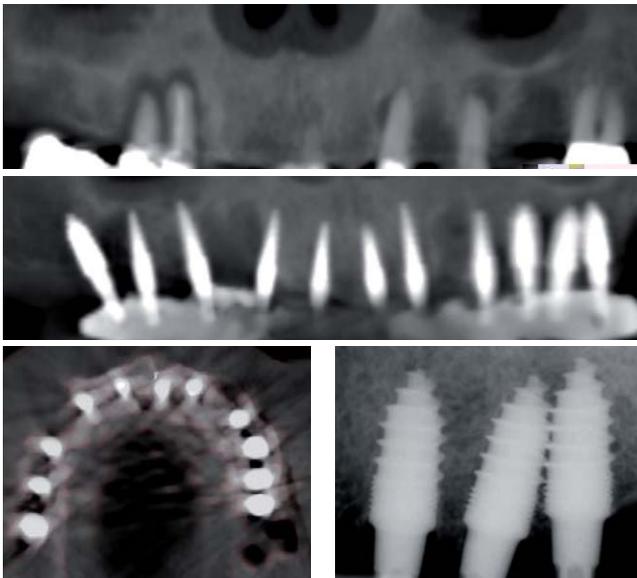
Ausgangsaufnahme und Kontroll-Röntgen: Die Zähne 14, 13, 21 und 25 wurden bereits vier Wochen zuvor extrahiert und eine Interimsprothese eingegliedert. Im Zuge der rein transgingivalen Implantationen (mit \varnothing 3,5-mm- und \varnothing 4,5-mm-Implantaten) erfolgte in gleicher Sitzung ebenfalls die Extraktion von 23 und 26. Abb. 3 zeigt die optimierte Verteilung auf beide Quadranten. Abb. 4 stellt regio 26 dar: Ein Implantat-Mindestabstand von 2–3 mm muss beim periostschonenden MIMI®-Verfahren nicht eingehalten werden, da die periimplantäre Knochenernährung nicht eingeschränkt wird.
